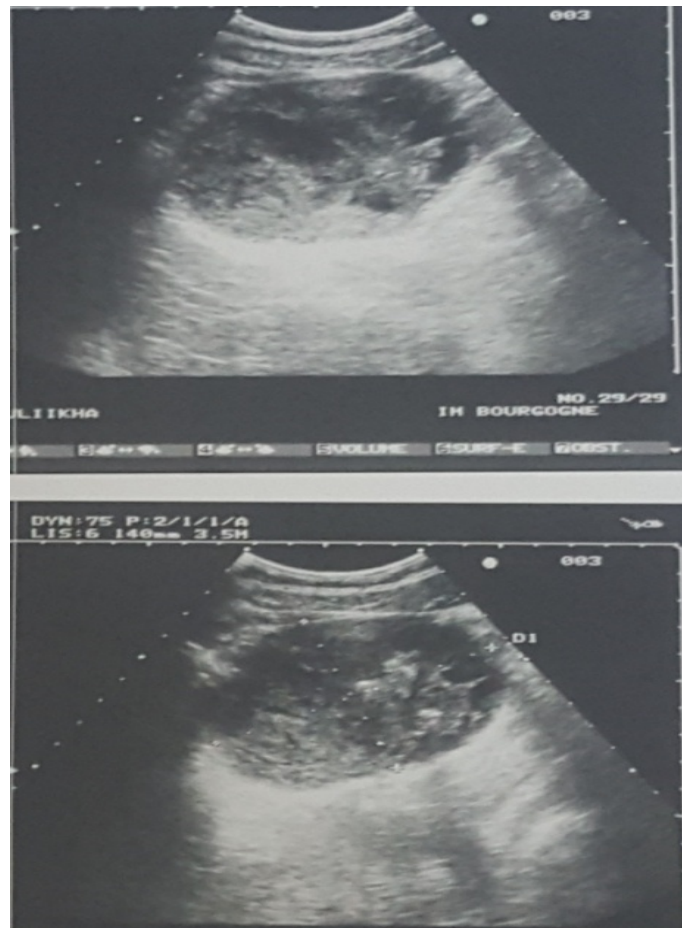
Aspect échographique d'une tumeur stromale gastrique: masse ovoïde, tissulaire, hypoéchogène comportant de multiples cavités liquidiennes et de nombreuses calcifications.
